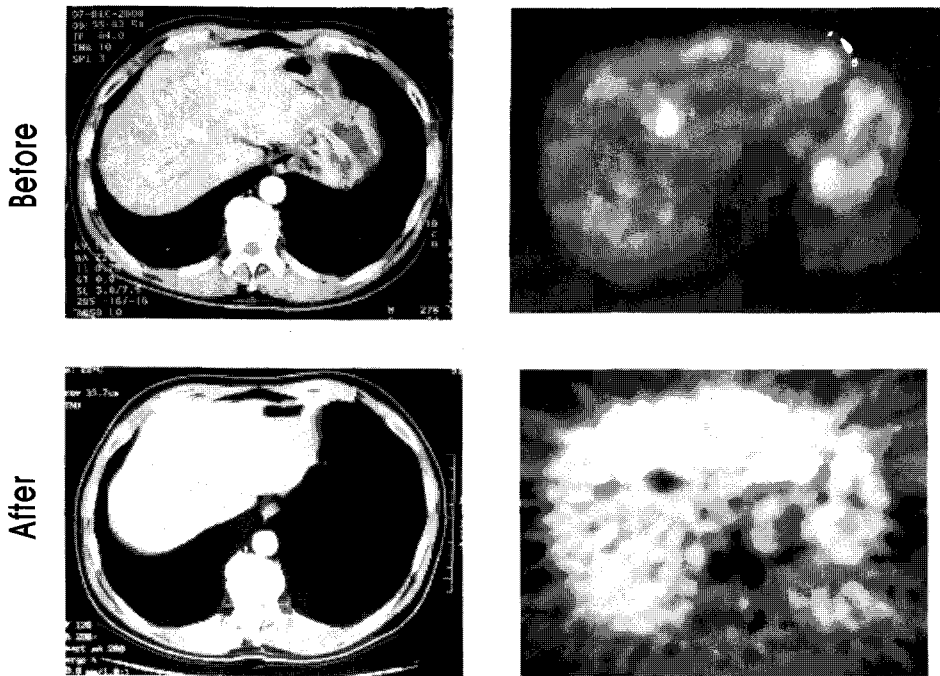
A hepatocellular carcinoma patient was treated with radiofrequency ablation. High metabolic uptake in PET images was changed to metabolic defect after treatment in PET images.
